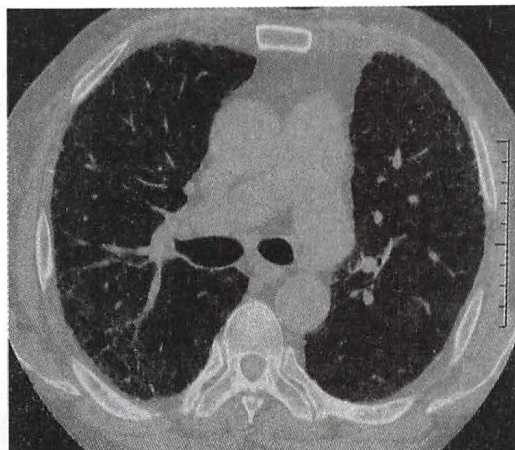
特发性肺纤维化的胸部 HRCT 改变
